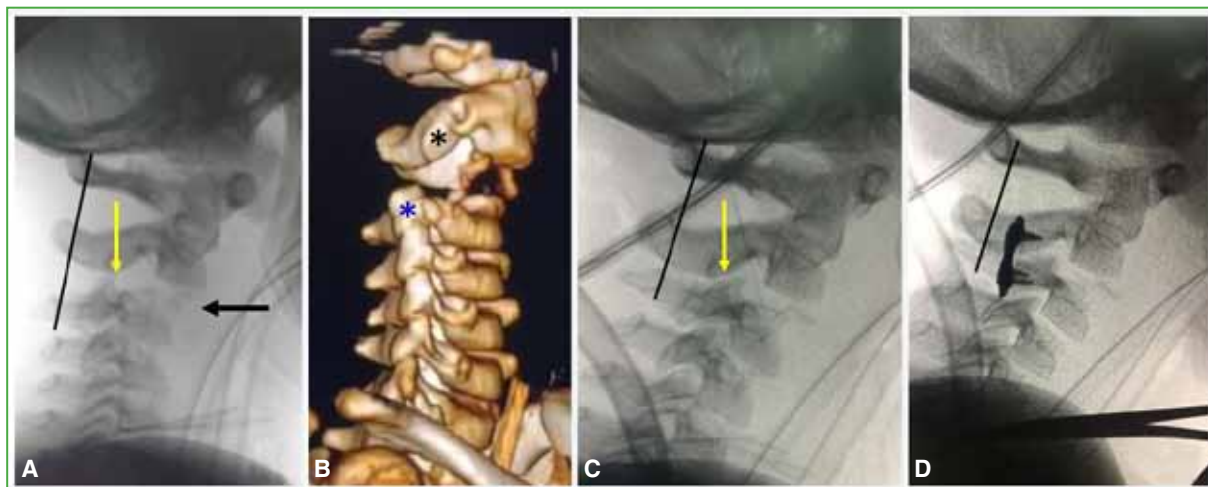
Niño de 4 años que viajaba sentado en la falda de su madre que ocupaba la butaca del acompañante del automóvil con el cinturón de seguridad colocado. Choque frontal con despliegue del airbag que impacta en el niño. Estado neurológico al ingresar: Frankel A con nivel metamérico C3, parálisis diafragmática, hemoneumotórax y traumatismo craneoencefálico. A. Radiografía de columna cervical, lateral. Luxación de C2-C3, nótese la denudación facetaria (flecha amarilla) y la epifisiólisis de la base del axis con un pequeño fragmento de Thurstand-Holland (Salter-Harris II). *La línea de Swischuk no es sensible para detectar esta severa inestabilidad.* B. Tomografía computarizada 3D. Desvinculación de las facetas de C2 (asterisco negro) y de C3 (asterisco azul). C. Radiografía intraoperatoria. Reducción y adecuada relación de las facetas (flecha amarilla). D. Osteosíntesis posterior facetaria con material para pequeños fragmentos.
